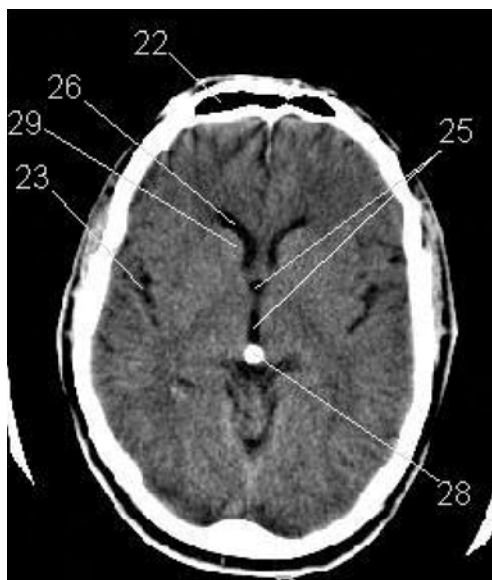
Imatge obtinguda per tomografia axial computada (TAC) d'un cervell d'un pacient amb Alzheimer, on es pot apreciar clarament la glàndula pineal calcificada (assenyalada amb el núm. 28).
